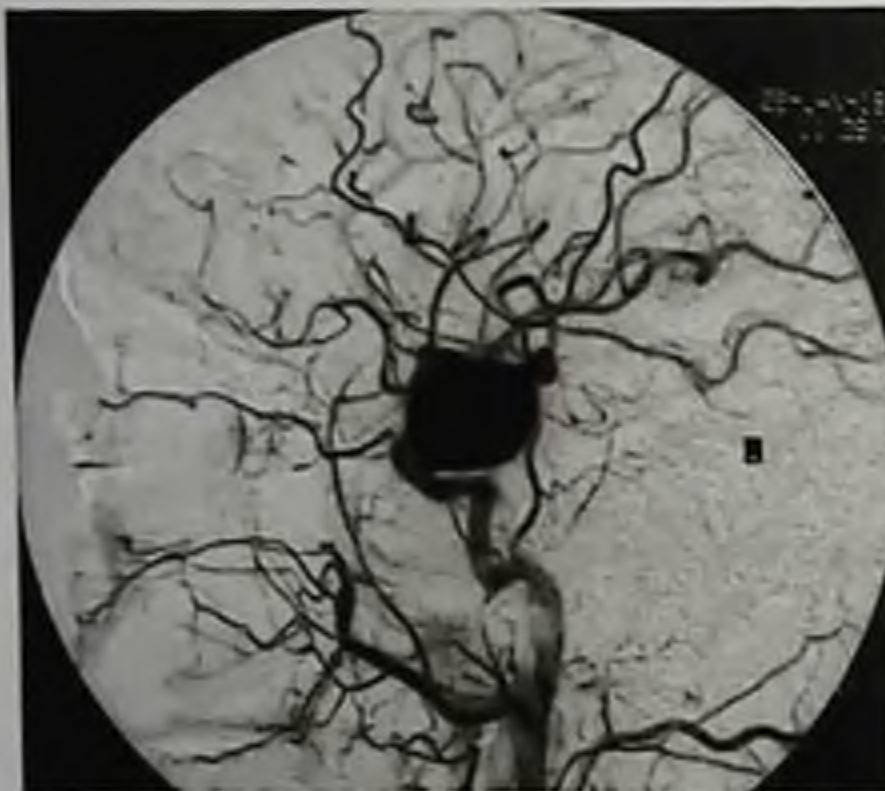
Гигантская фузиформная аневризма супраклиноидного сегмента левой внутренней сонной артерии: левосторонняя каротидная ангиография в боковой проекции
